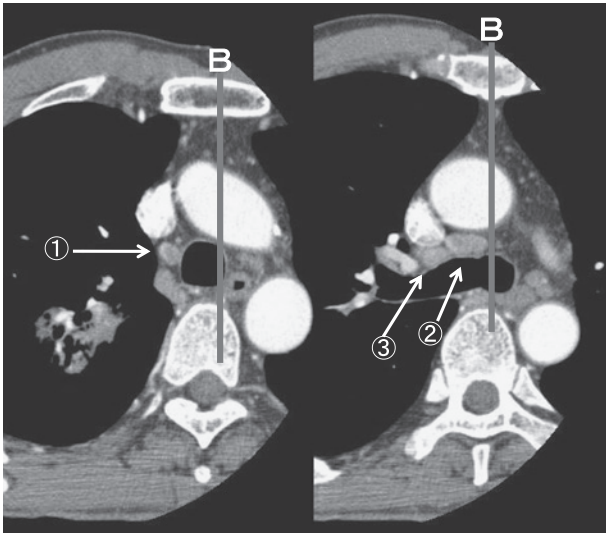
High resolution CT shows #4R: right lower paratracheal nodes (arrow ①), #4R or #10R (arrow ②) and #10R: right hilar nodes (arrow ③).
